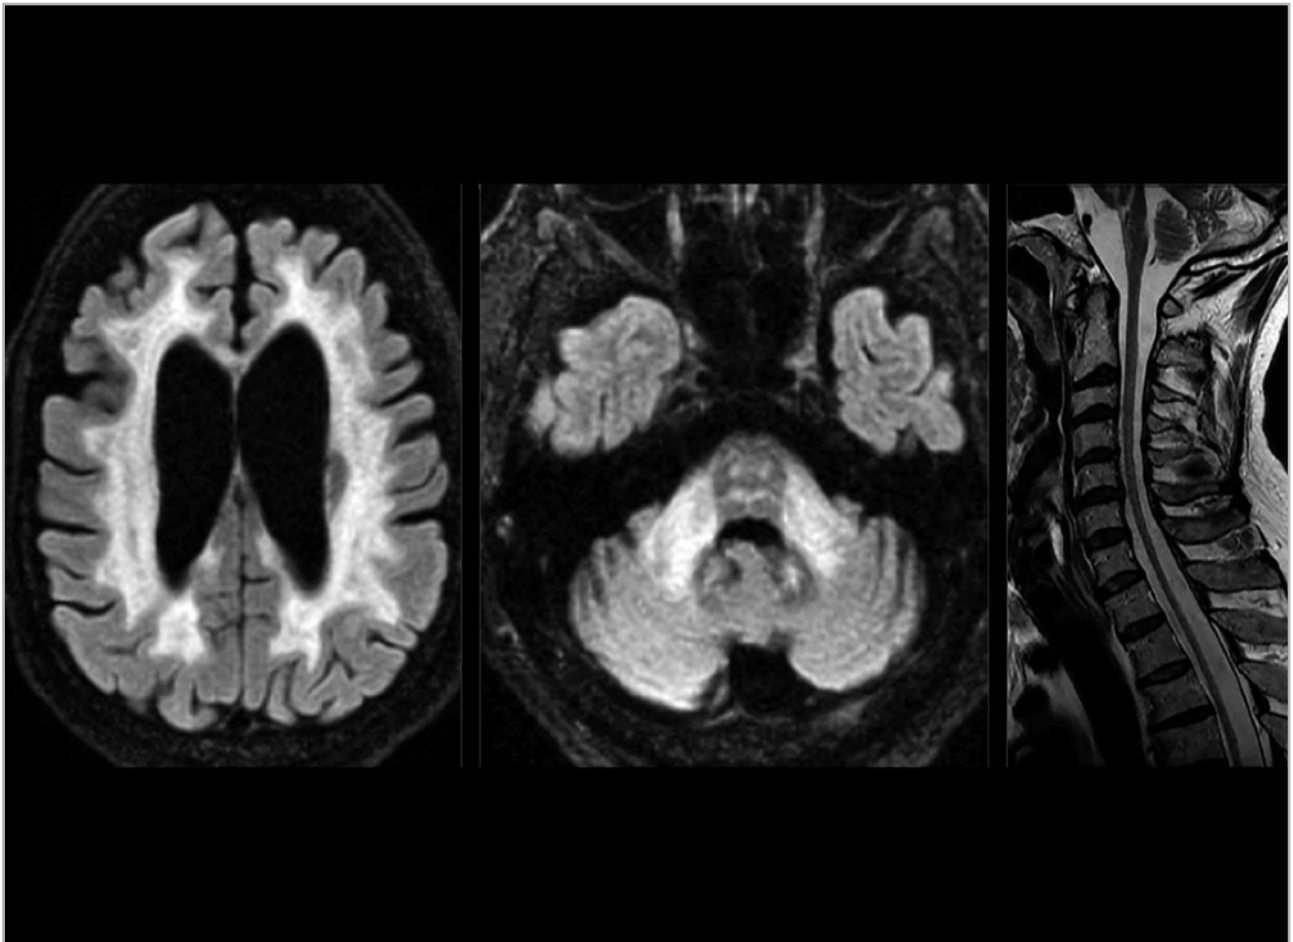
Hallazgos radiológicos en la leucodistrofia autosómica dominante de inicio en el adulto. Resonancia de un paciente de 59 años con leucodistrofia autosómica dominante de inicio en el adulto, en la que se evidencia leucopatía difusa (imagen izquierda), afectación de pedúnculos cerebelosos (imagen central) y atrofia de tronco y médula espinal (imagen derecha). Radiographics. 2019;39(1):153-68.
